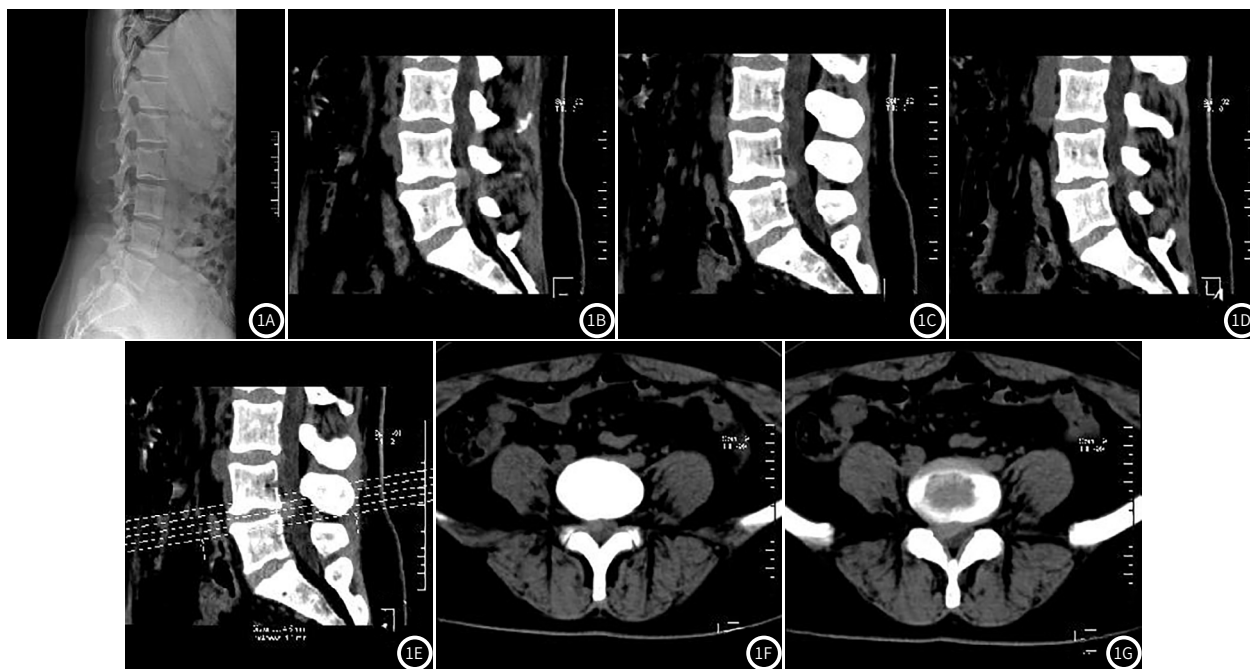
患者,女,38岁,主诉腰痛及右下肢疼痛麻木半年余,症状逐渐加重,步行活动受限。入院行DR及MSCT检查,DR及CT矢状位重建(图1A~1E)示:腰椎生理曲度变直,序列尚可,L4/L5椎间隙略变窄,CT矢状位重建示L4/L5椎间盘向右后方突出。CT轴位(图1F~1G)示:L4/L5椎间盘向右后方突出,相应水平右侧神经根受压改变,左侧神经根显示形态及密度正常。
